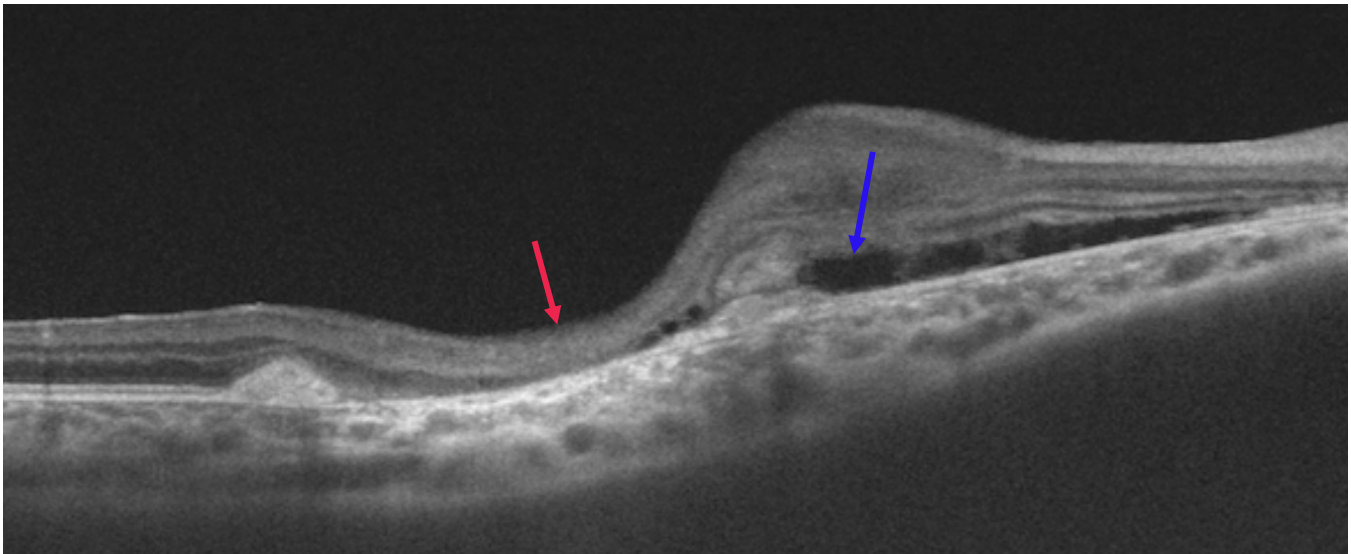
Muestra hallazgos mediante tomografía de coherencia óptica. Flecha roja: atrofia de retina neurosensorial. Flecha azul: presencia de líquido subretiniano.
